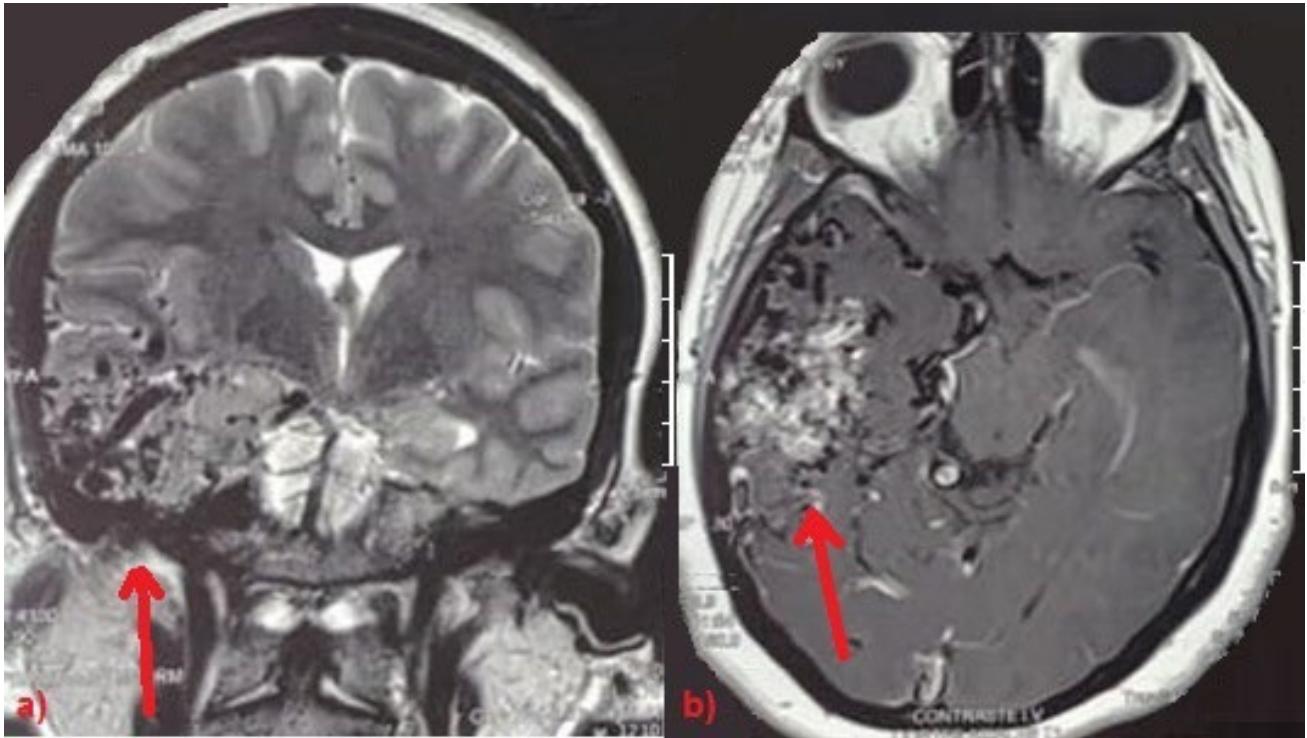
IRM de cerebro que muestra una MAV localizada en el lóbulo temporal derecho con nutrición del segmento M2 de la arteria cerebral media y drenaje venoso cortical superficial y profundo tributarios hacia el segmento sagital superior y vena cerebral interna ipsilateral
